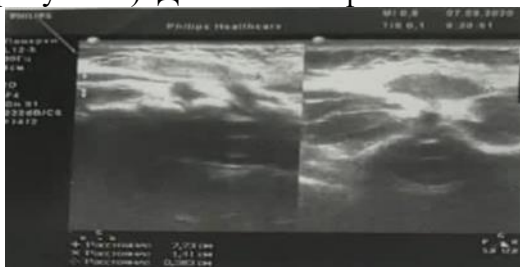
УЗИ: подкожное гипоехогенное образование овальной формы, с размерами 22x11x5 мм, с четким контуром.
